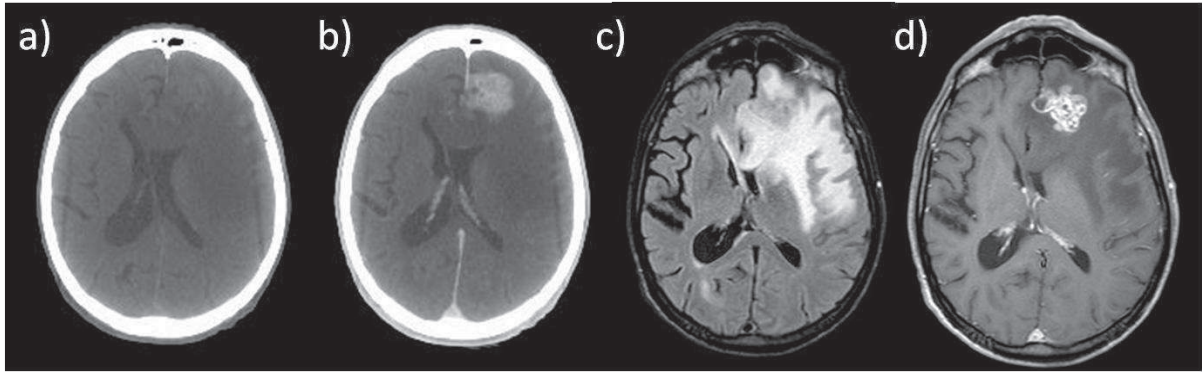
Comparaison de type d'imagerie CT et IRM sur un patient porteur d'une métastase. Imageries réalisées dans le cadre de l'étude sur la concentration en agent de contraste iodée que l'on est capable d'atteindre dans des métastases en vue de l'essai clinique sur la SSRT, et le lien avec les mesures de perfusions. A) image CT à 120 kV, image CT à 120 kV après injection d'agent de contraste iodée. C) Séquence IRM Fair (fluid attenuation inversion recovery). D) Image pondérée T1 après injection d'agent de contraste comportant du gadolinium.
